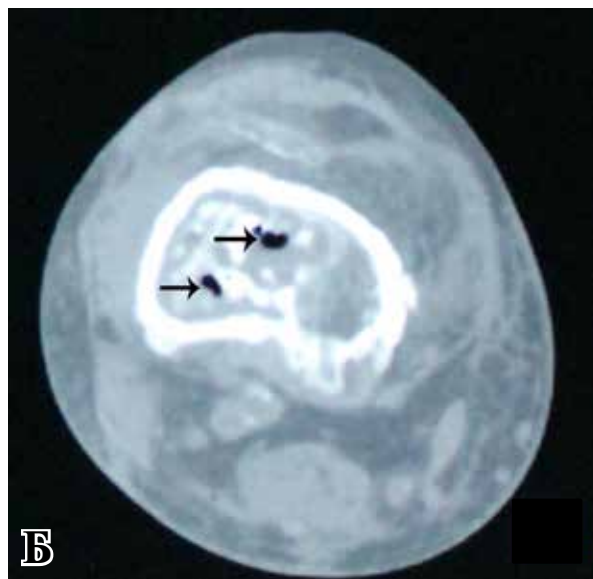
А – коронарный КТ-скан правого бедра (продольное сечение) от 7.02.18. Стрелками показаны пузырьки газа. Б – аксиальный КТ-скан правого бедра (поперечное сечение) от 7.02.18. Стрелками показаны пузырьки газа в медуллярной полости кости.
